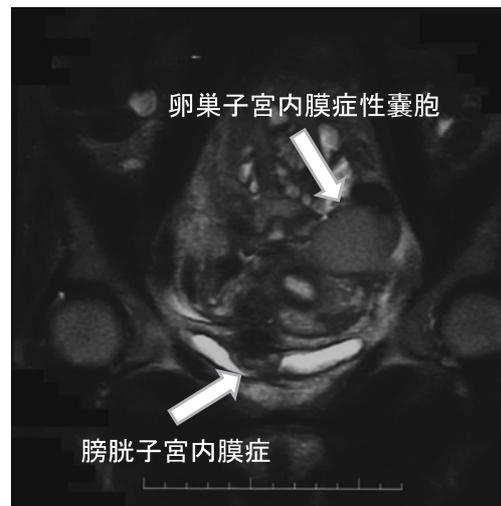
骨盤MRI像。子宮前壁から連続するように膀胱後方に20×29×13 mm大の結節性病変を認め、左卵巣に52×34×35 mm大の内膜症性嚢胞を認めた。
